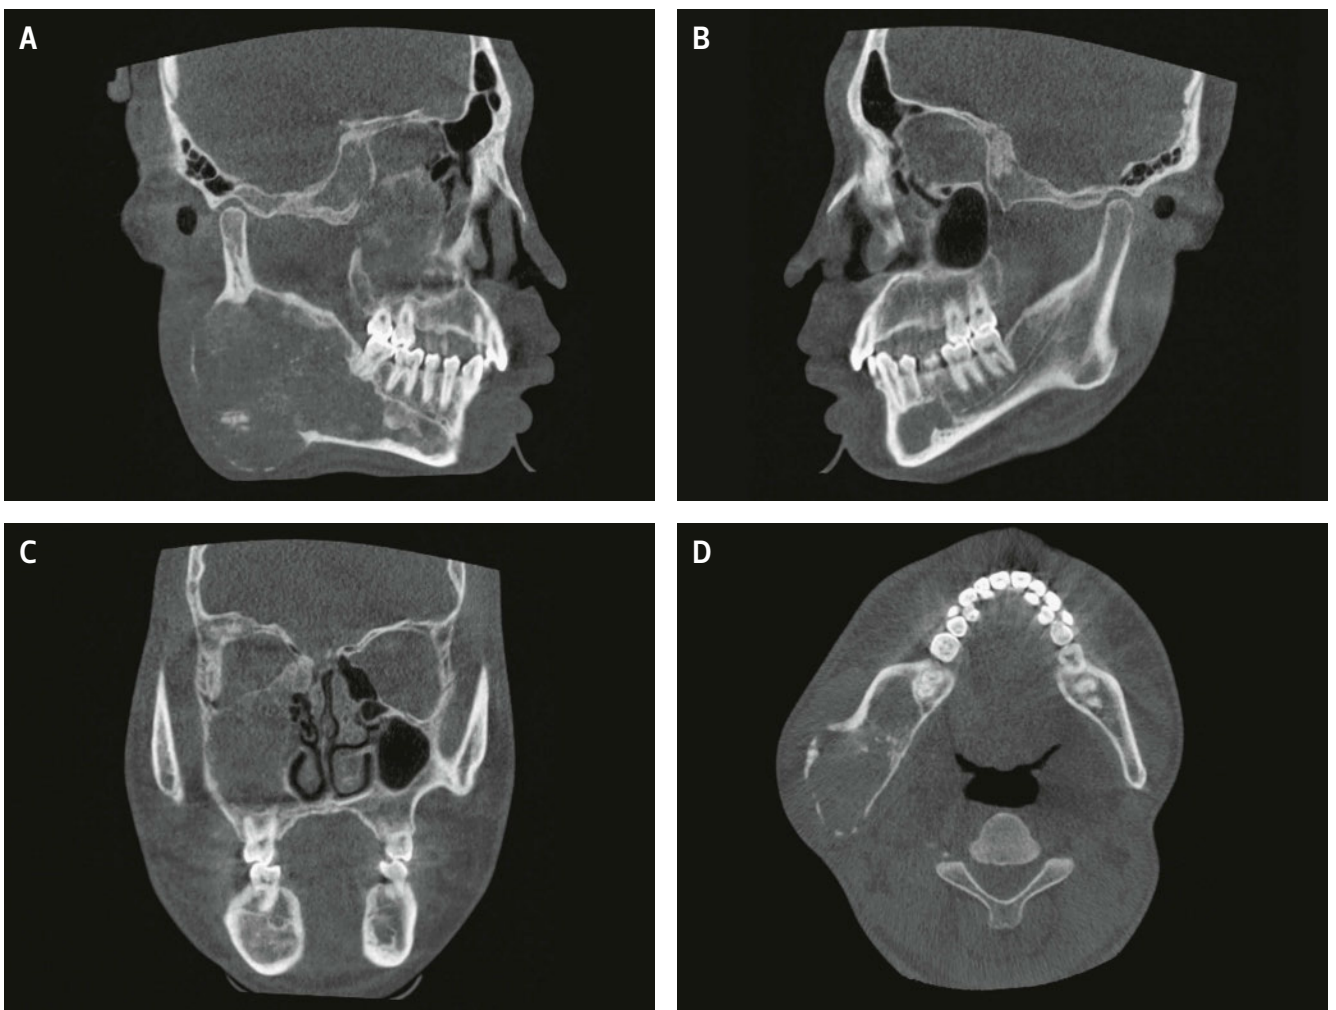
Die digitale Volumentomografie zeigt in den sagittalen Schnittbildern rechts (A) und links (B) eine deutliche Volumenzunahme der rechten Mandibula und eine Obliteration der rechten Kieferhöhle, wobei dort radioluzente und radioopake Zonen gemischt erscheinen. Zudem sind am Sphenoid und Ethmoid für die FD typische milchglasartige Veränderungen des Knochens zu sehen. Im koronalen Schnittbild (C) imponiert deutlich die obliterierte Kieferhöhle rechts im Vergleich zur linken. Die rechte Orbita wird zudem durch die zirkuläre ossäre Volumenzunahme eingengt. Im axialen Schnittbild (D) ist die massive Volumenzunahme an der rechten Mandibula gegenüber dem linken Unterkiefer zu erkennen.
